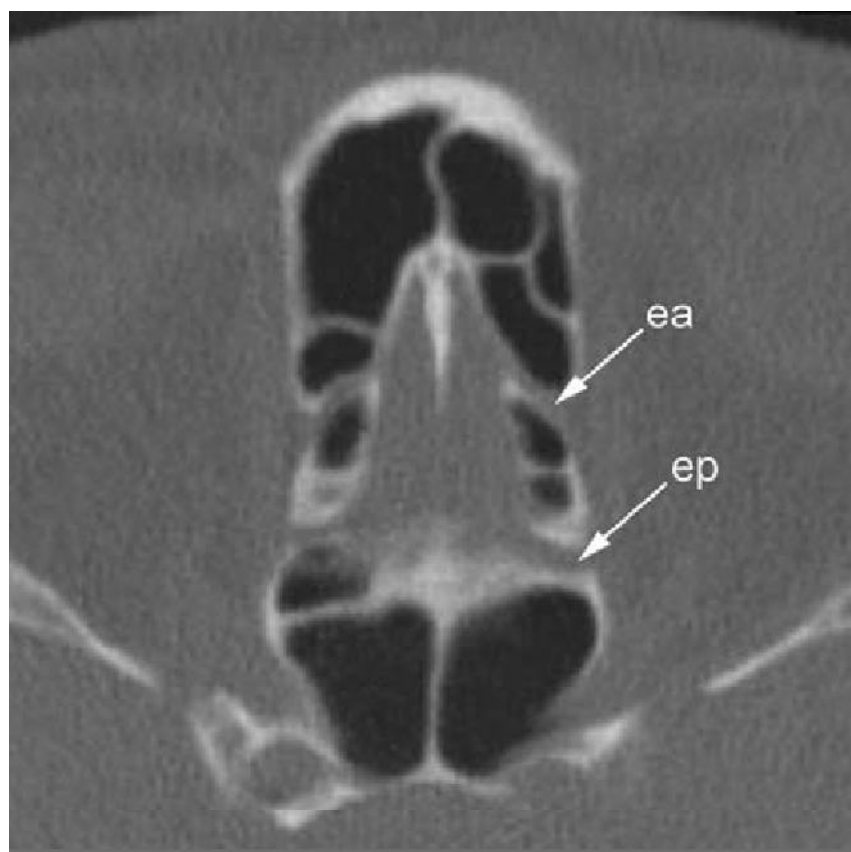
Canal des artères ethmoïdales, TDM axiale en fenêtrage osseux. Canaux osseux des artères ethmoïdales antérieures (ea) et postérieure (ep) au sein de l'ethmoïde.
